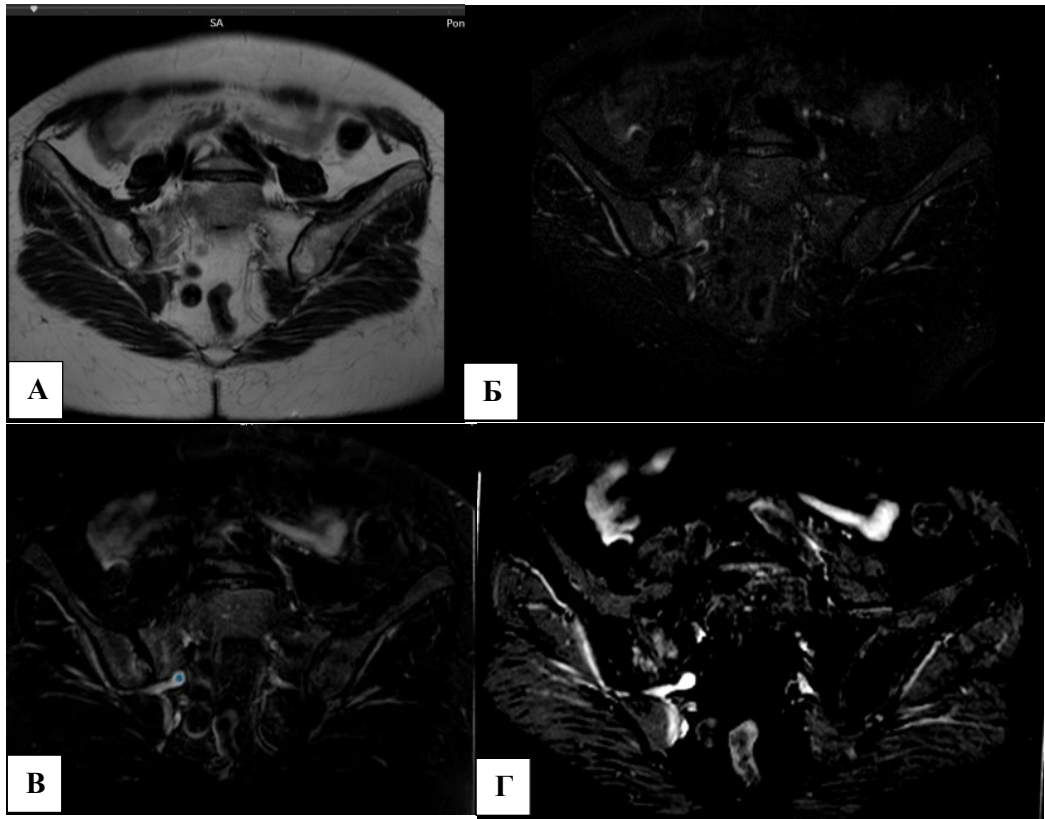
Сравнение T2 STIR и T2 DIXON. Правосторонний сакроилеит. МР-томограммы. А) T2 DIXON «только жир» Б) T2 DIXON «только вода»; В) T2 STIR; Г) субтракция серий «только жир» и «только вода».
